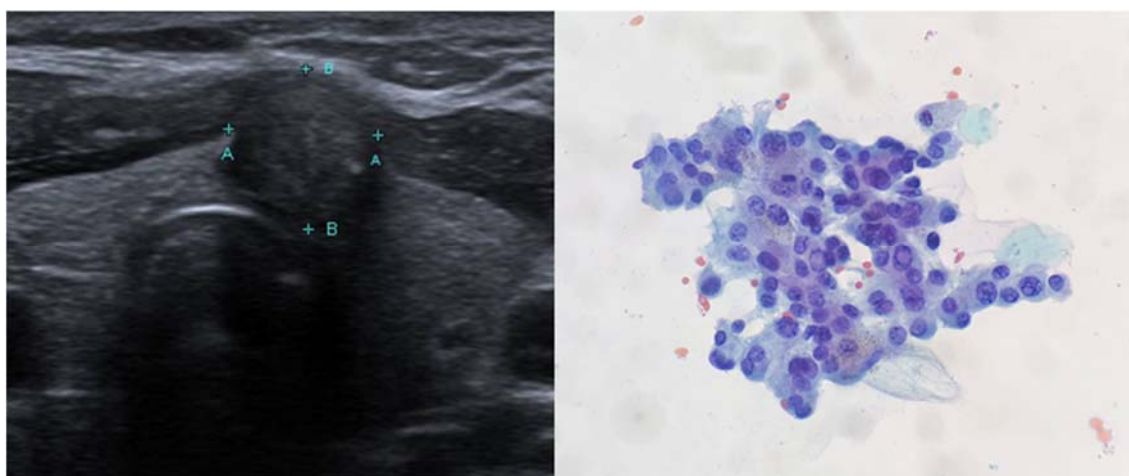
Correlação da ultrassonografia e citologia para nódulo TR6. (a) Plano transversal (a) de ultrassonografia modo B, evidenciando nódulo sólido, hipoeecogênico, alto, de margens regulares, com focos ecogênicos e extensão extratiroidiana (ACR TI-RADS 5). Resultado citológico (b): Citologia compatível com carcinoma papilífero (Bethesda VI). Panótico, 40x.
